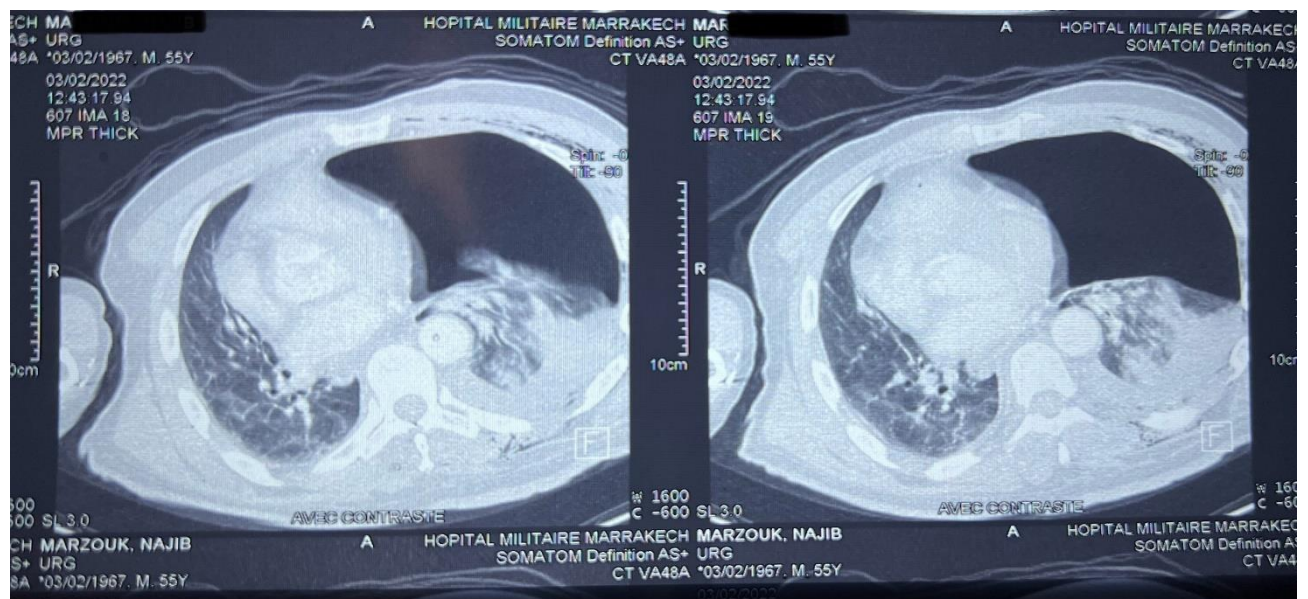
TDM thoracique objectivant un hémopneumothorax gauche de grande abondance avec collapsus et foyer de contusion pulmonaire, à noter un emphysème sous cutané diffus de la paroi thoracique antérieure et postérieure gauche. Hôpital Militaire Avicenne Marrakech
